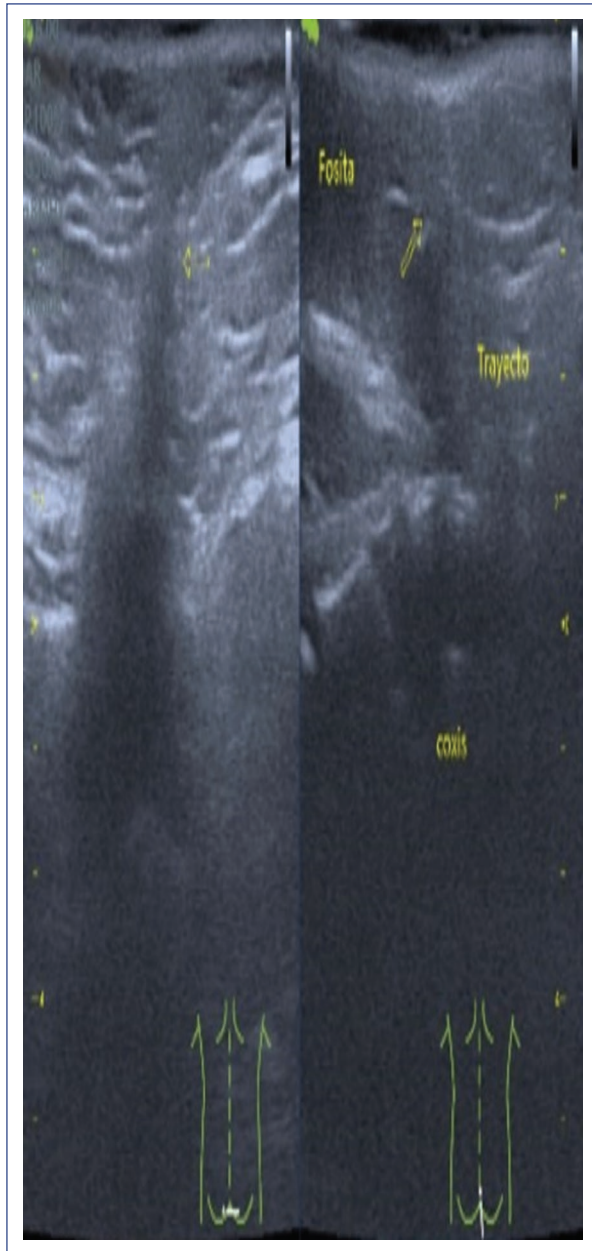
Ultrasonido en paciente de 18 meses con hoyuelo dérmico, sugiriendo un trayecto fistuloso. Se complementó el diagnóstico con resonancia magnética, identificando un seno dérmico lumbosacro. Las flechas amarillas muestran el trayecto del seno dérmico y las imágenes insertadas inferiormente, demuestran la posición del transductor del ultrasonido sobre el paciente.
